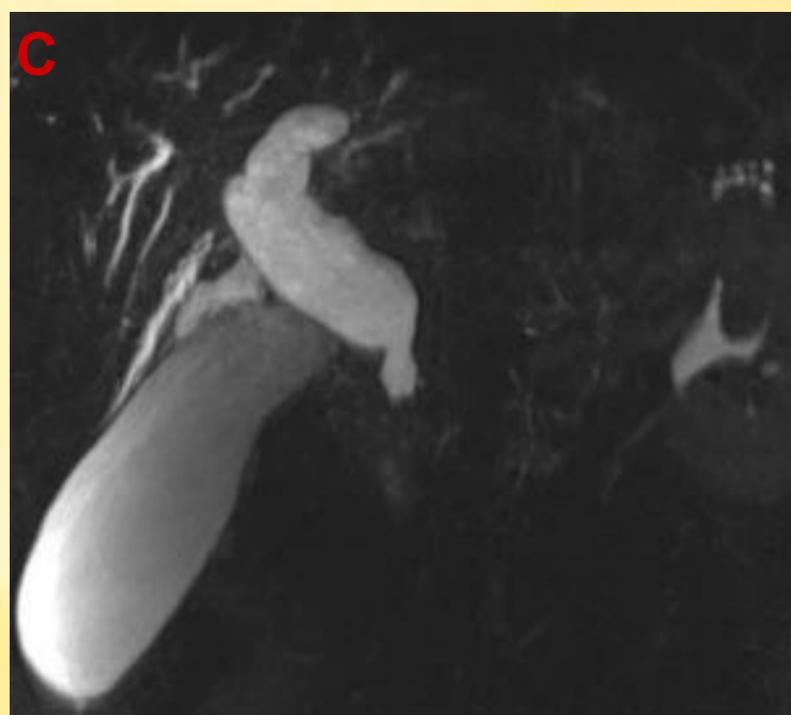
Colangiocarcinoma distal. En TC (A y B) se objetiva dilatación de la vía biliar intra y extrahepática, con cambio de calibre en segmento distal del colédoco, donde se evidencia engrosamiento y realce de la pared (flecha roja). En la secuencia T2 y en las reconstrucciones de la colangiorm (C y D) se evidencia una dilatación de la vía biliar similar a la descrita en el TC.
